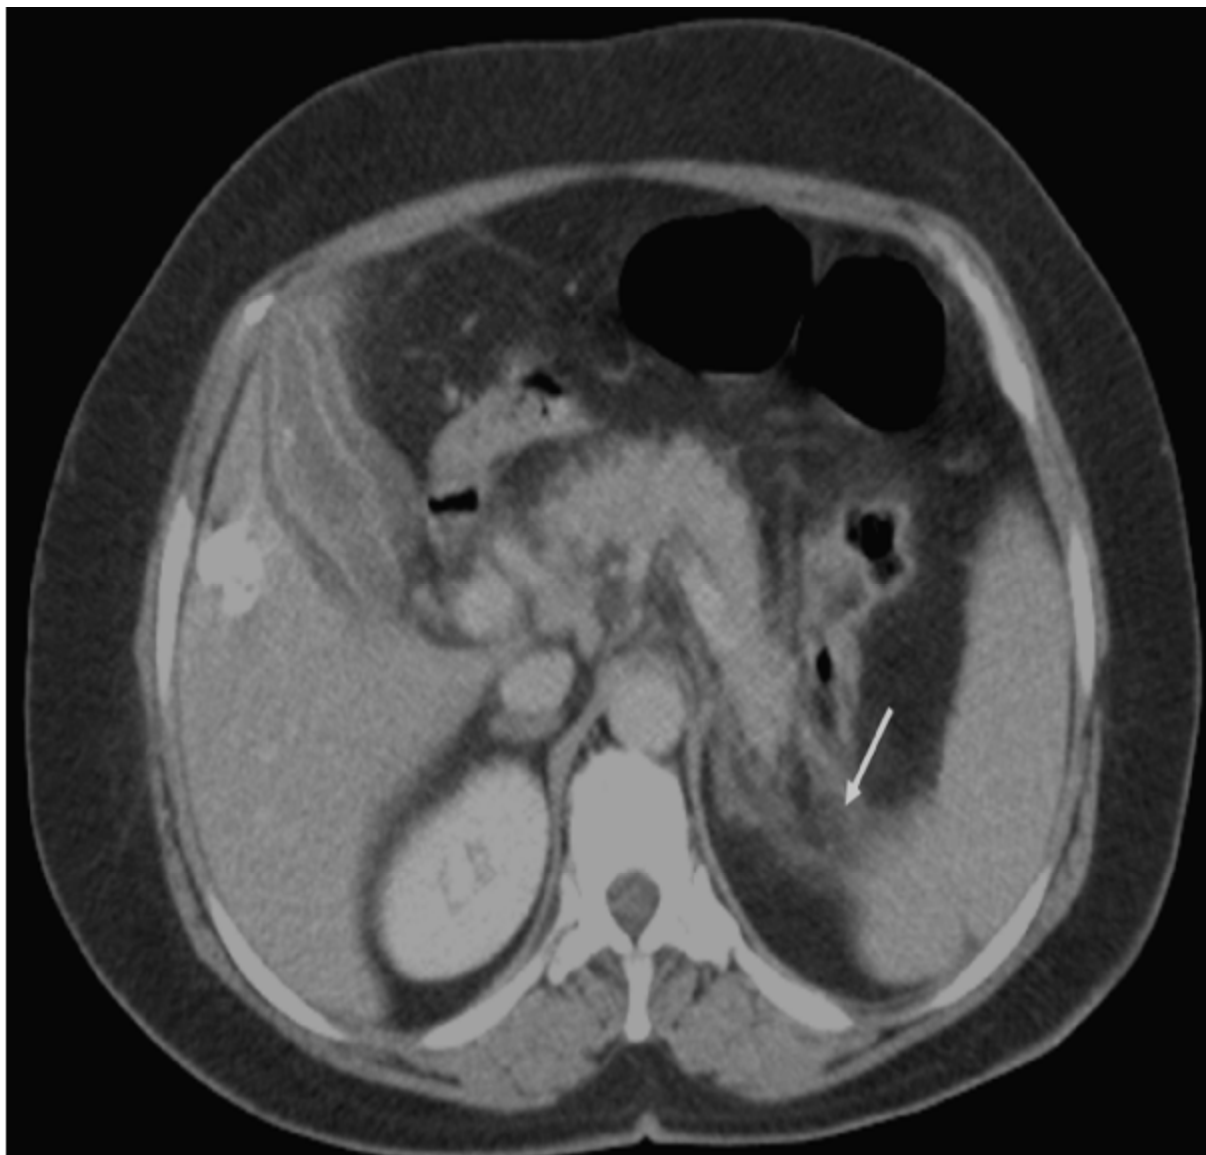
TDM abdominale montrant une pancréatite stade D de Balthazar
